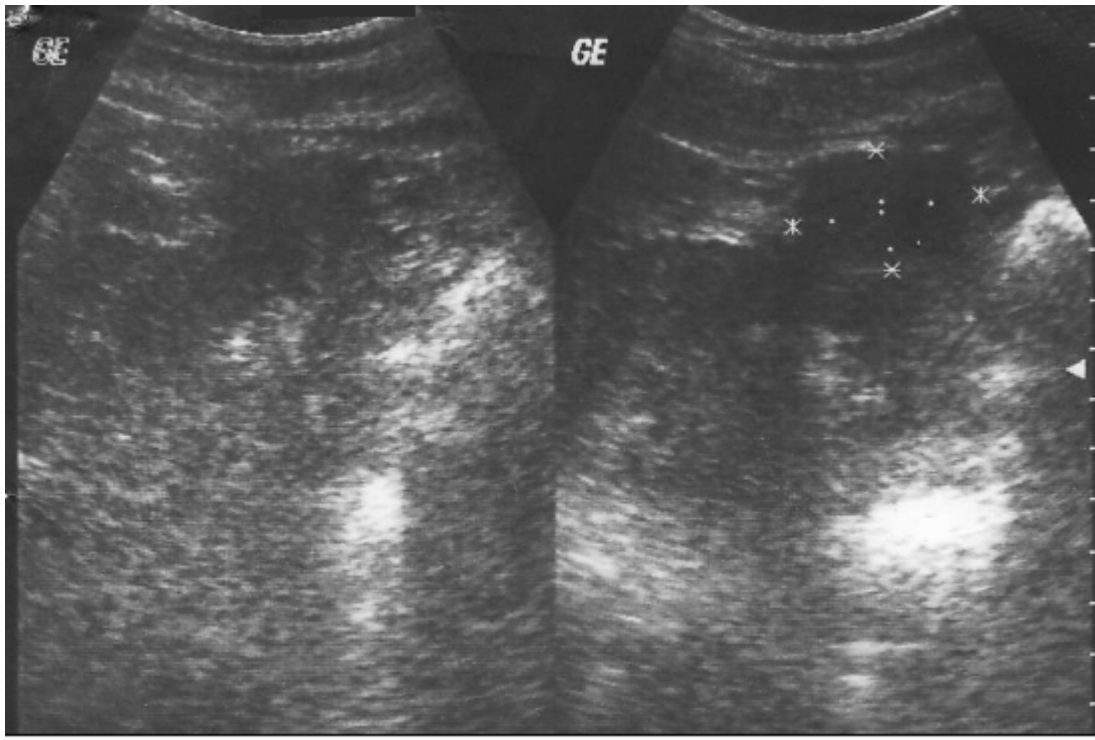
image échographique montrant une formation hypo échogène medio rénal mesurant 37×23 mm.
